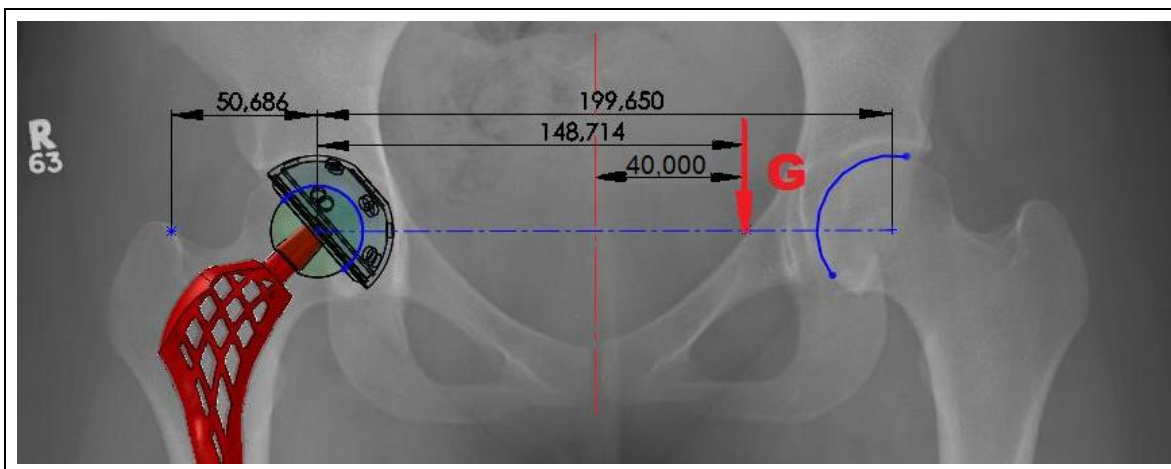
Măsurarea pe radiografie a brațelor de pârghie
